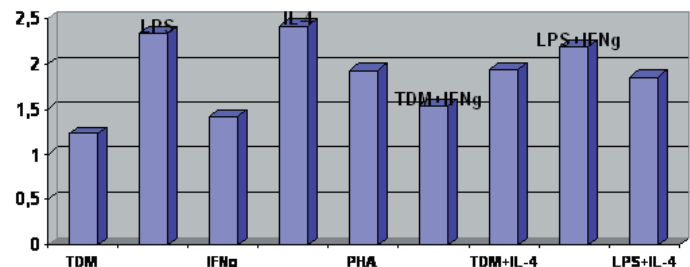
Уровень экспрессии гена *IFNg* при стимуляции TDM, LPS, IFNg, IL-4, PHA, TDM+IFNg, TDM+IL-4, LPS+IFNg, LPS+IL-4. В рис.1-3 за единицу принят базальный уровень экспрессии исследуемого гена при отсутствии стимуляции
